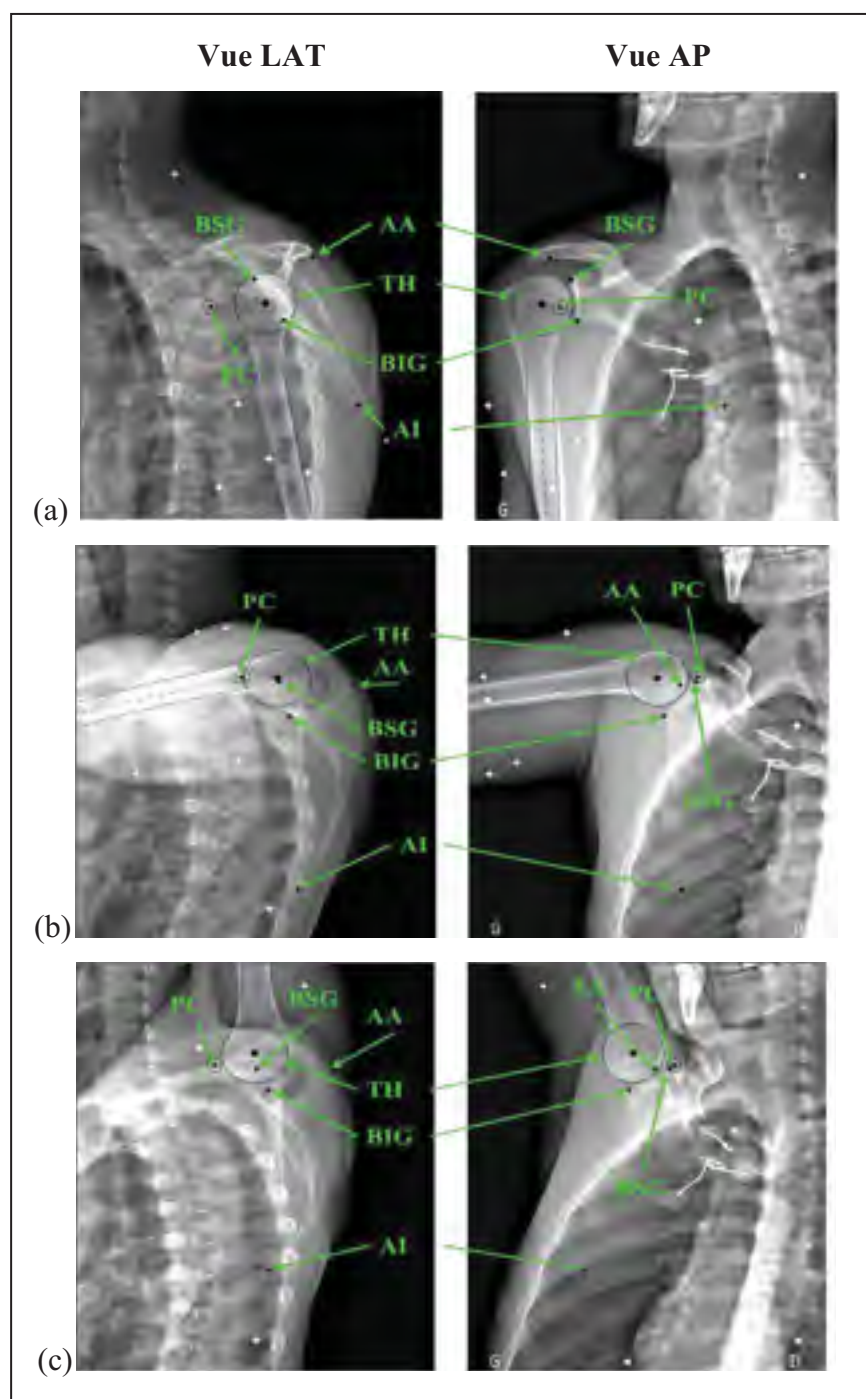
Radiographies biplanes pour différents angles d'élévation du bras
